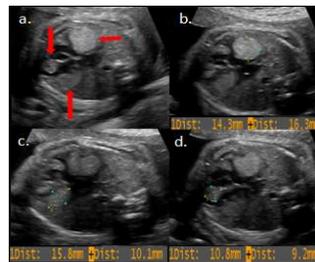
Ecocardiograma fetal: a) múltiples rabdomiomas biventriculares y aurícula derecha (flechas rojas), b) aurícula derecha, c) pared libre región basal ventrículo izquierdo, d) tabique interventricular porción muscular.
